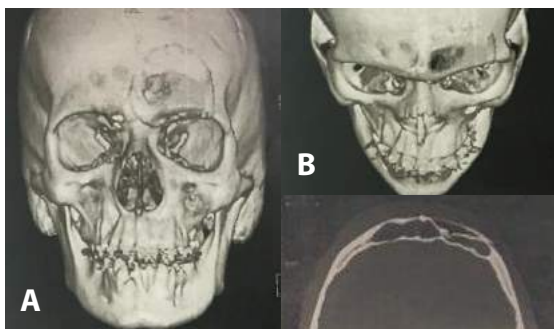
Pós-operatório - Tomografia Computadorizada Convencional; A. Reconstrução 3D (vista frontal); B. Reconstrução 3D (vista súpero-inferior); C. Corte axial.
